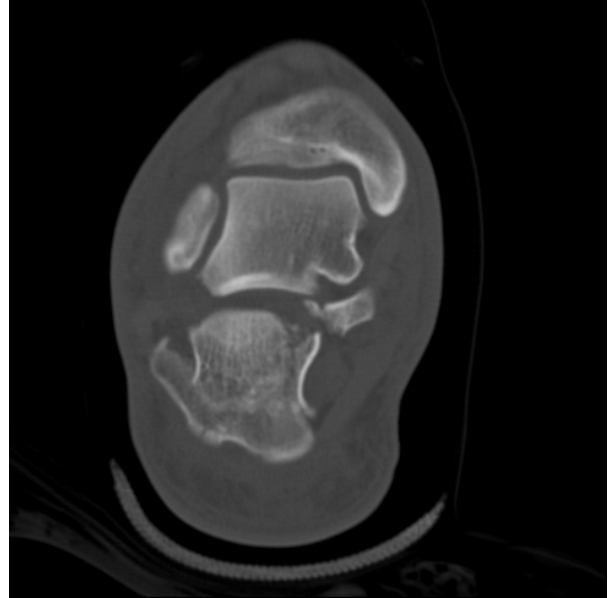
It is significant finding that separation of superior medial fragment from the sustentaculum on coronary view of foot CT, Sanders classification type IIC.
